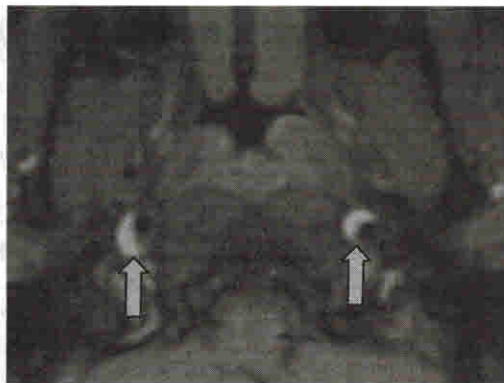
МРТ: эксцентричное сужение просвета ВСА с двух сторон; интрамуральные гематомы, свидетельствующие о билатеральной диссекции ВСА
